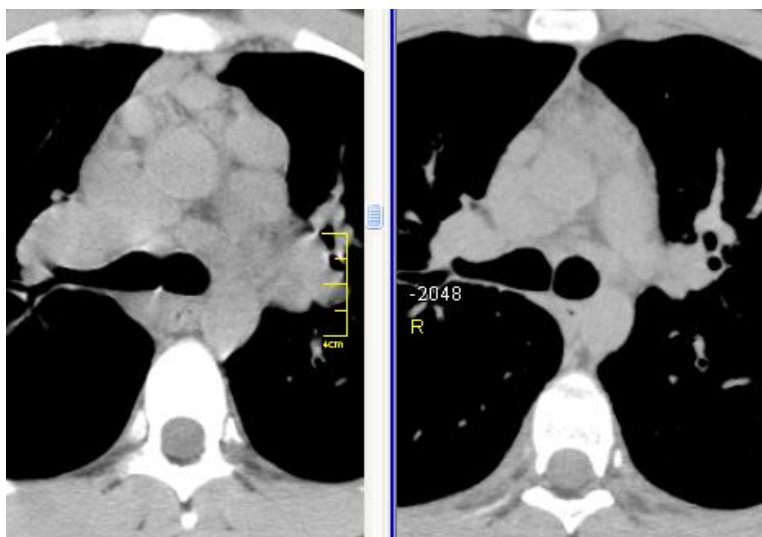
КТ хворого П. (м'якотканинний режим), ліворуч – первинне обстеження: значне збільшення передніх медіастинальних лімфатичних вузлів, розташованих переважно навколо висхідного відділу дуги аорти; праворуч – після тримісячного періоду спостереження: регресія лімфаденопатії
